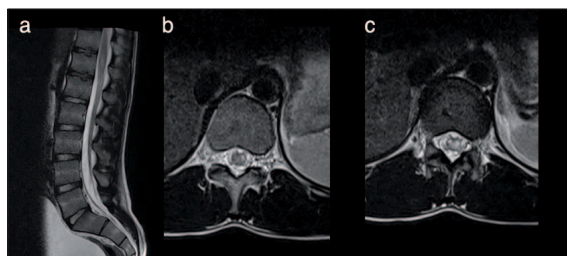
Spinal cord MRI; sagittal T2-weighted (a) and axial images at the level of T11 (b) and T12 (c) documenting a longitudinally extensive transverse myelitis of the lower segments of the spinal cord (and conus medullaris) characterized by parenchymal expansion and T2 hyperintensity with predominant grey matter involvement.
